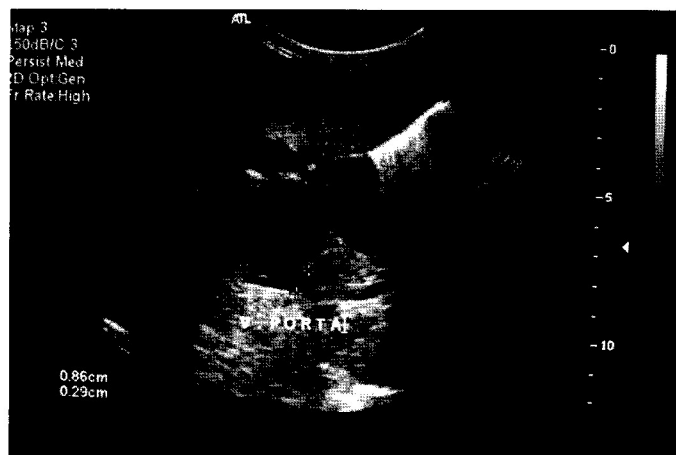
Ultra-sonografia do abdome com corte axial ao nível do hilo hepático mostra duas lesões sólidas hipocogênicas arredondadas abaulando a parede anterior da veia porta, com redução de seu calibre
